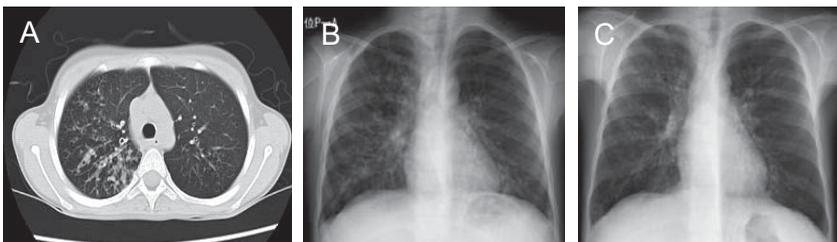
新たな気道浄化療法前後の胸部CTとレントゲン像
